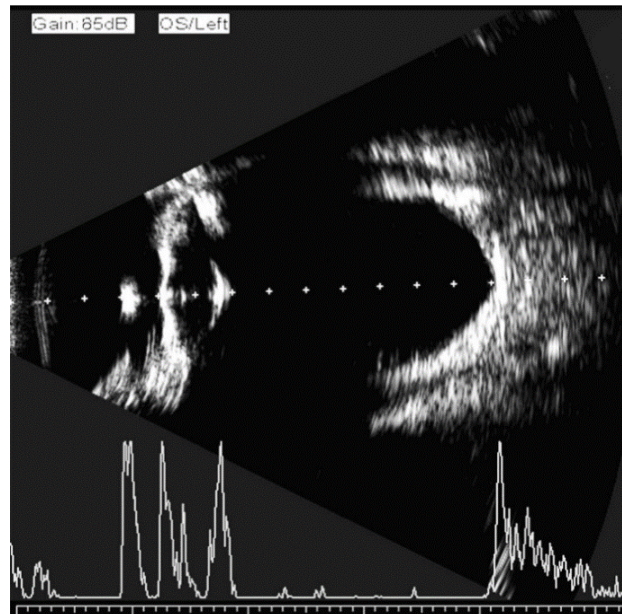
Première mesure de contrôle de qualité pour la biométrie par immersion mode B. Le vecteur d'une ligne d'échantillonnage ultrasonore a été déterminé comme étant exactement perpendiculaire aux doubles bandes de la cornée et au centre de la capsule du cristallin, et dirigé vers le centre de la macula, tiré du [66]
